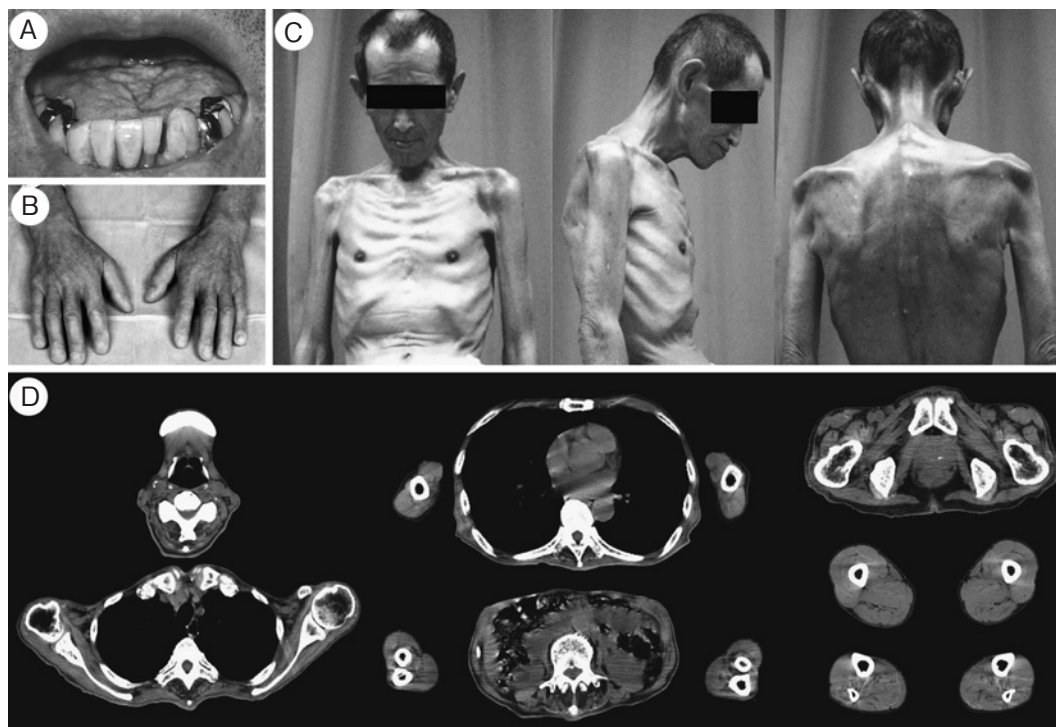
(A) Tongue atrophy. (B) Skin sclerosis on the hands. (C) Dropped head sign and systemic muscle atrophy, predominantly in proximal limb and truncal muscles. (D) Muscle CT scan showed severe systemic amyotrophy, predominantly in the proximal upper limb and truncal muscles. Fatty infiltrates in muscles were not significant.
